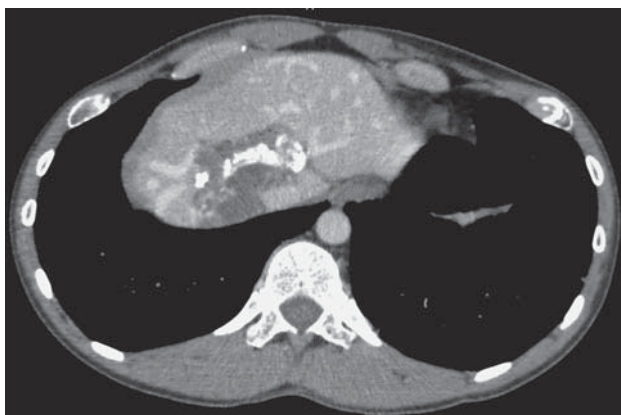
Компьютерная томограмма. Альвеококкоз IVa и VIII сегментов печени с прорастанием конfluence печеночных вен и подпеченочного сегмента НПВ (клиническое наблюдение 1).
